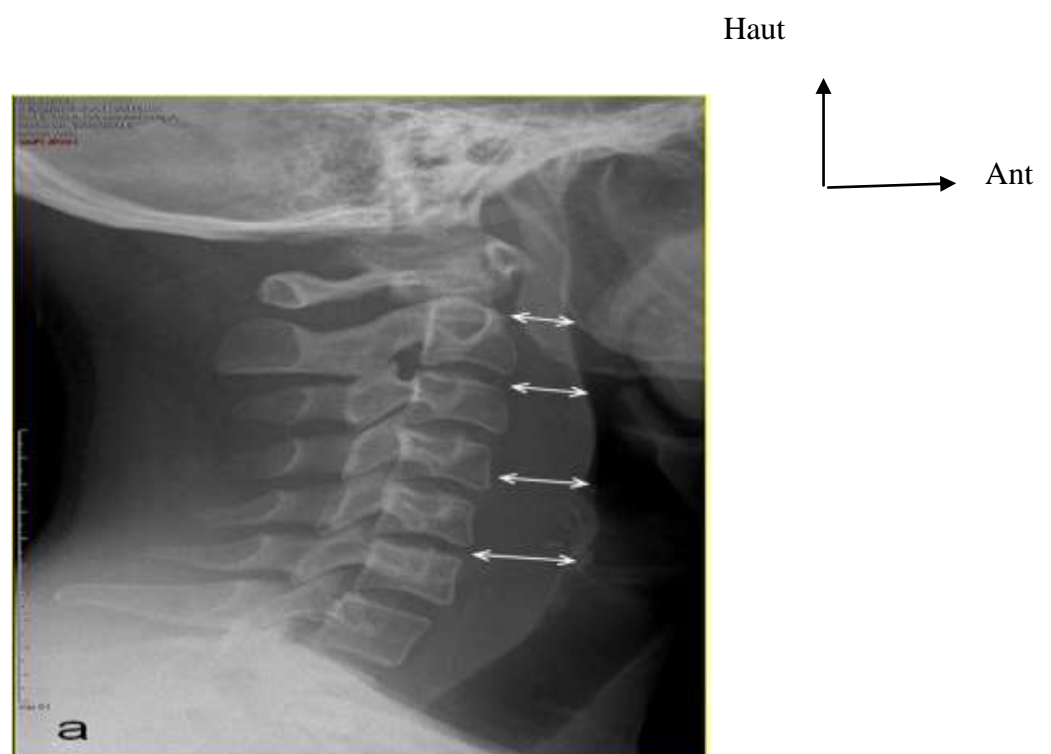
Radiographie du rachis cervical P [10].
